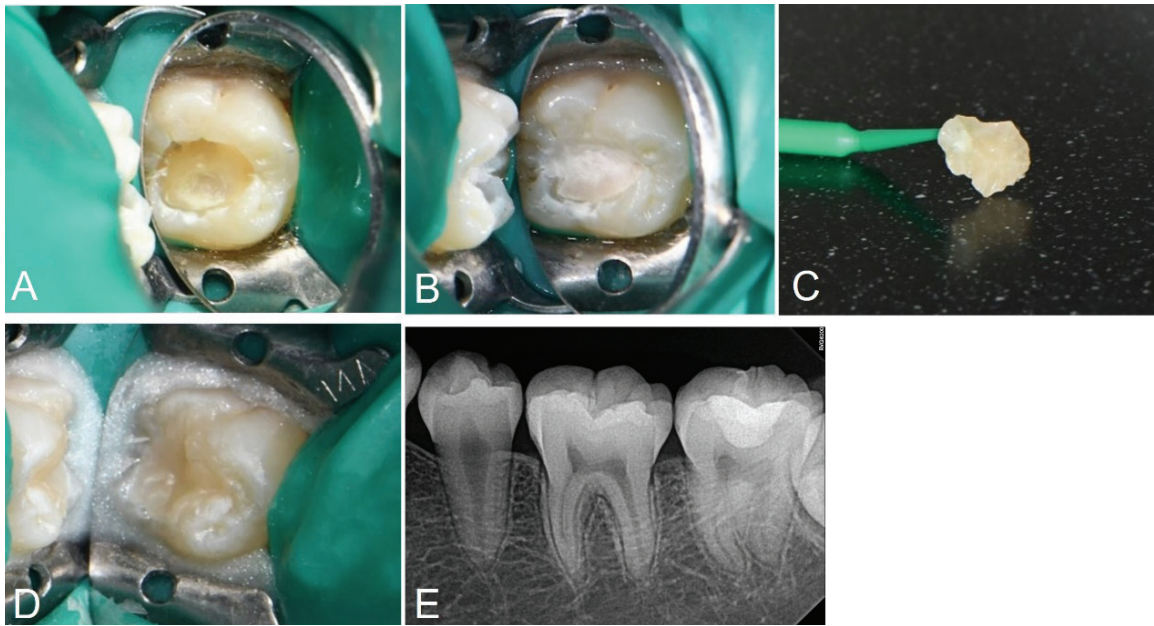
A. Caries excavation and cavity preparation is done. B. Base restoration with glass ionomer is done. C. Stamp is obtained using flowable resin and microbrush. D. Photograph after applying stamp on teeth. E. Postoperative periapical radiograph
